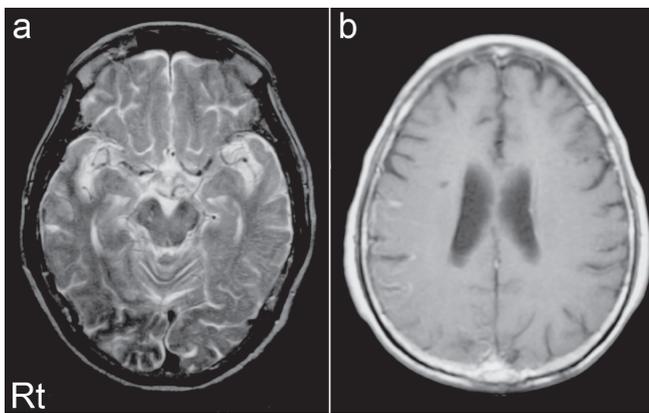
アミロイドアンギオパチー関連炎症の症例 (Fig. 1 と同一症例) における頭部造影MRI.
